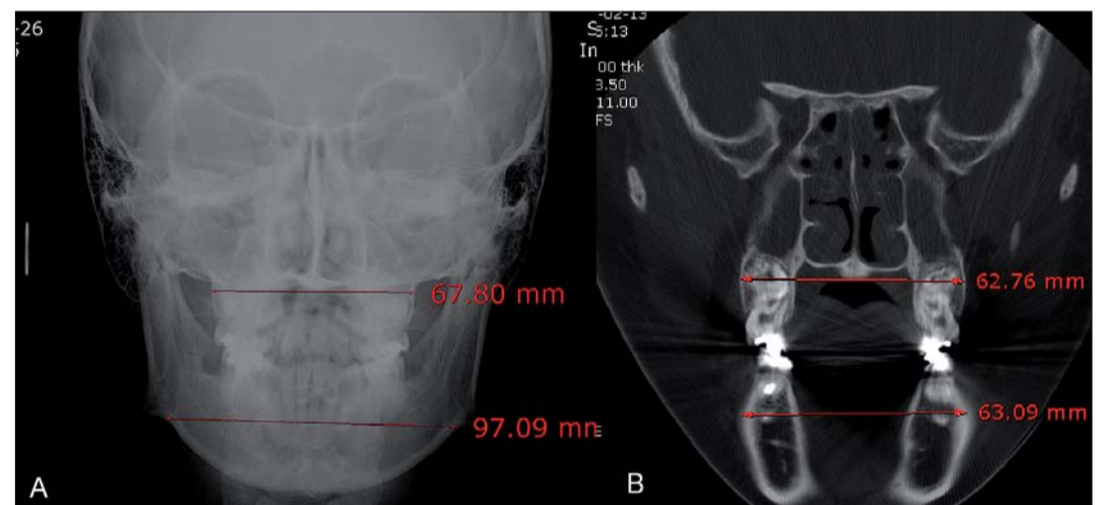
Vergleich zwischen PA-Aufnahme und CT.
